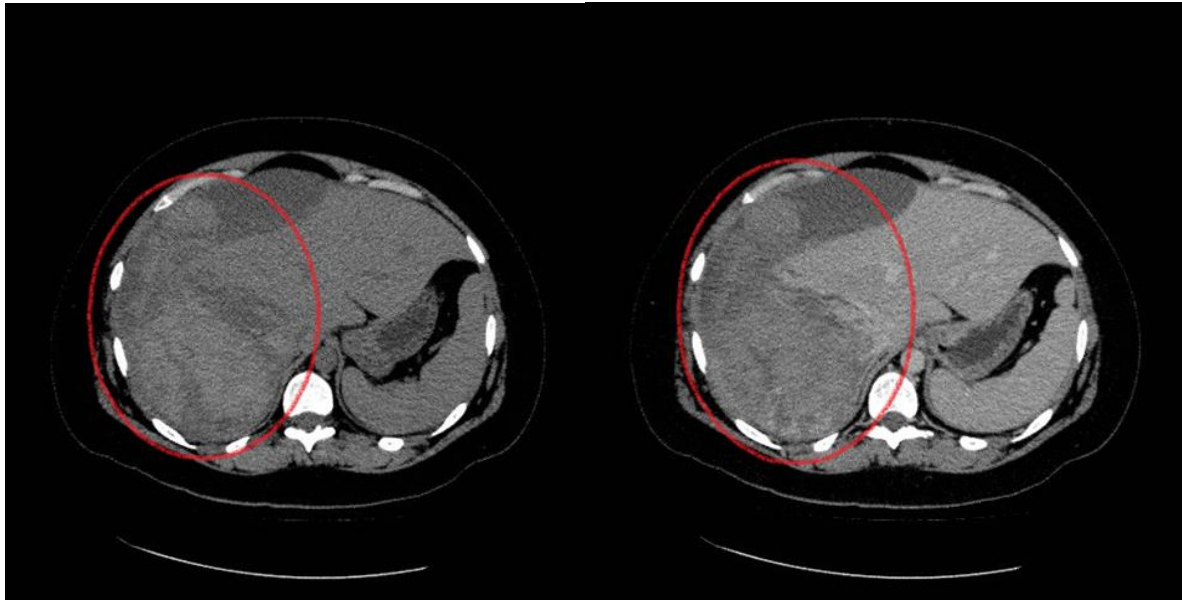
26.11b: TC pré (A) e pós-contraste (B) demonstrando lesão expansiva no lobo direito hepático de conteúdo hiperdenso (hemático), associada a ruptura da cápsula hepática e hemoperitônio. Diagnóstico: adenoma hepático.
